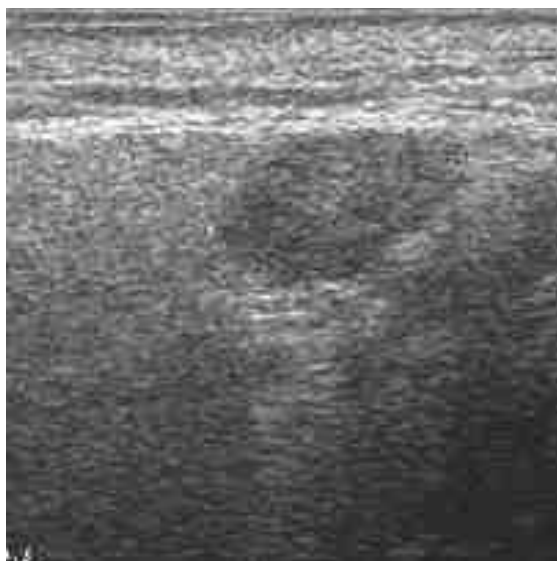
Linfonodo intraparenchimale parotideo in paziente con scialoadenite cronica. L'esame ecografico è stato condotto con sonda lineare da 10 MHz. Il linfonodo appare come un'immagine ovalare lievemente ipoecogena, la corticale ed il linfocentro non appaiono chiaramente visualizzabili.
